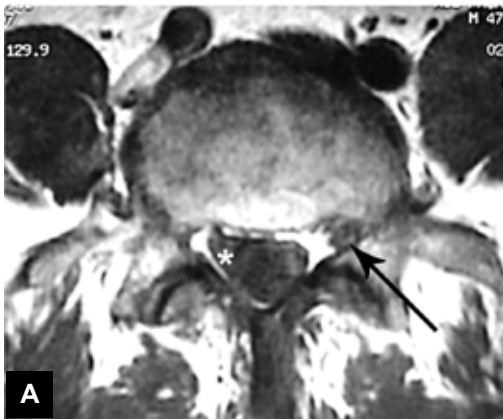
A y B. RM Axial T1 y T2 al nivel alto de L-5. Ensamchamiento en el origen de la vaina radicular L-5 derecha (*). La vaina radicular L-5 izquierda (Flecha) tiene aspecto normal. En la imagen T2 (B) se observa una de las raíces, contrastada por líquido cerebrospinal (Flecha).
